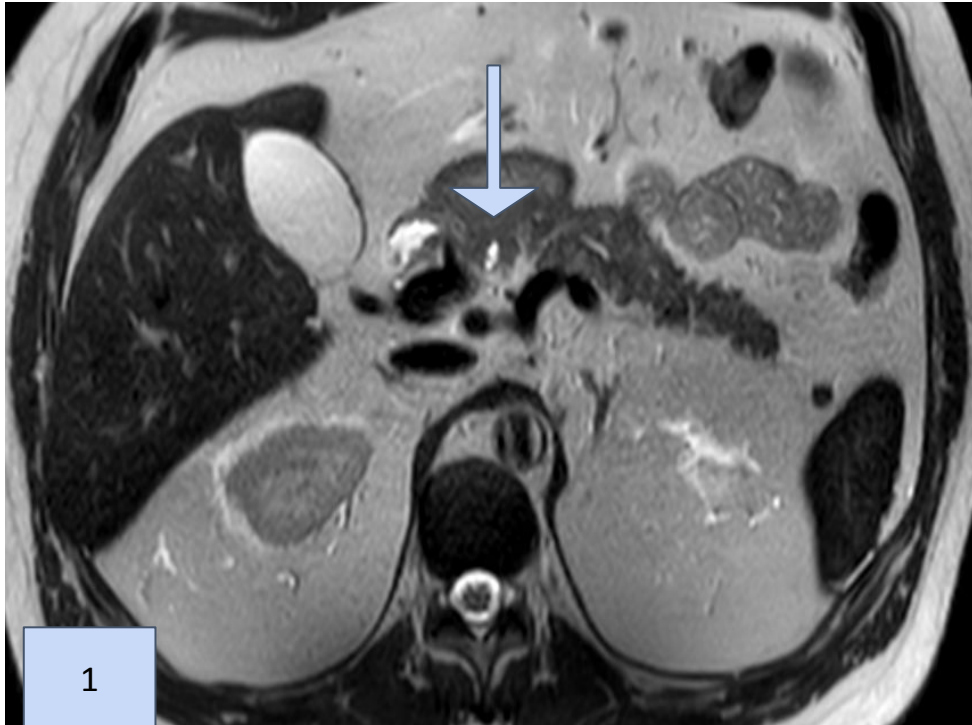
RM abdominal corte axial– secuencia T2 muestra a nivel del cuerpo del pancreas una imagen quística en relación al conducto de Wirsung. NMPI tipo ramas secundarias
